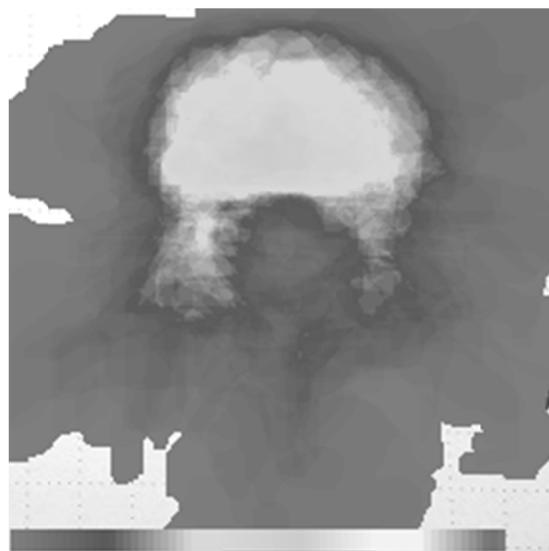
がん脊椎転移患者15名、のべ66MRI axial像における転移がんの位置
